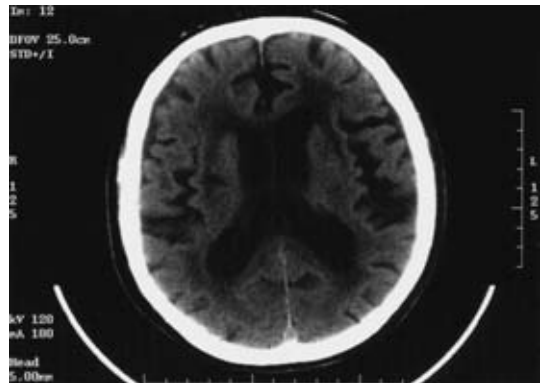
Brain CT showed multiple lacuner infarction and bilateral leukoaraiosis.
